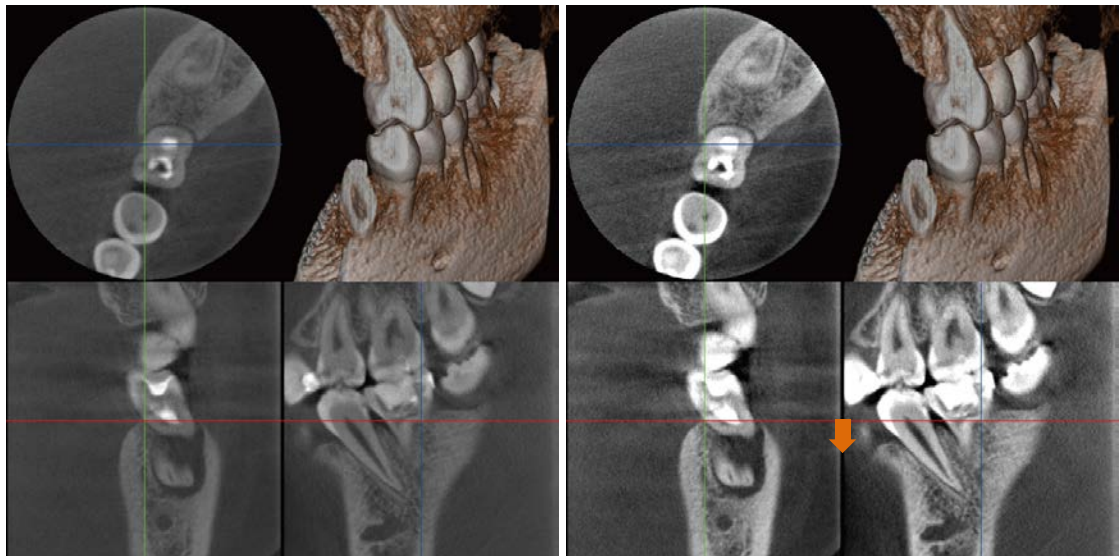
CBCT 撮像直後の再構成画像 (患歯：[6])
